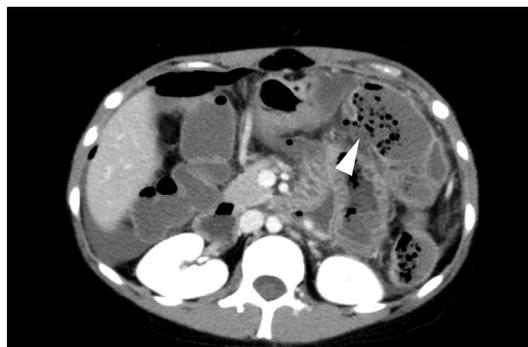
Contrast-enhanced CT : Axial plane. Tear of the colon wall (arrowhead) and nearby free air indicate the colonic perforation around the splenic flexure.
